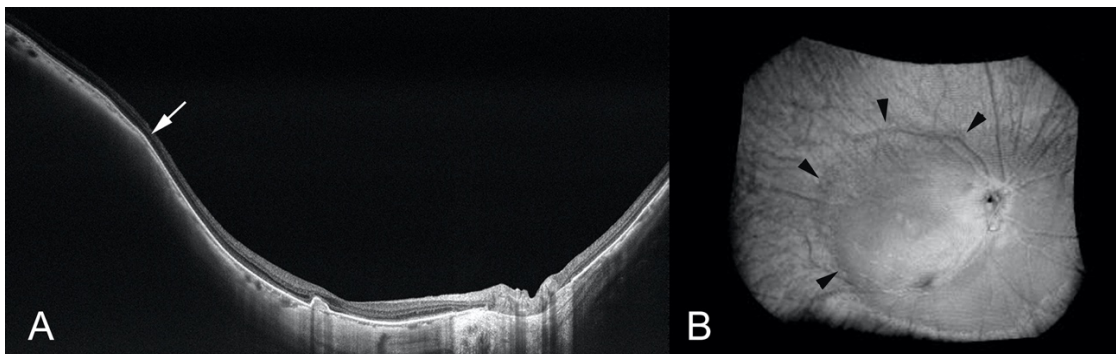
Imagem de Tomografia de Coerência Ótica *Ultra-Wide* de estafiloma posterior. A imagem B mostra os contornos do estafiloma (delineado com as setas pretas). Adaptado de (23).
